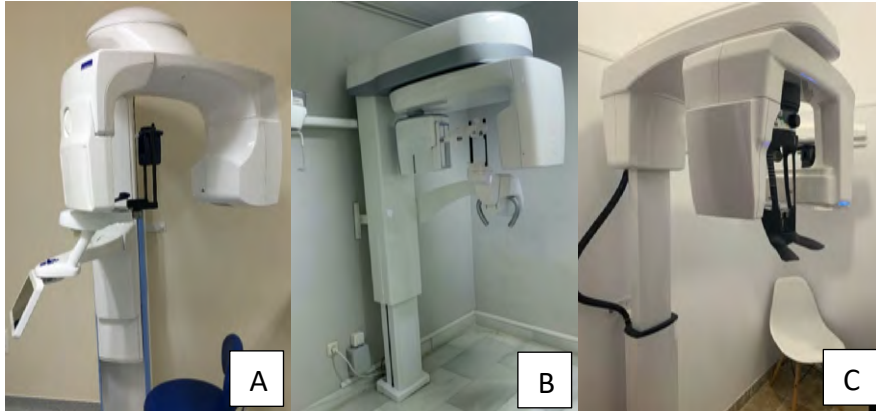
A: CBCT Planmeca ProMax 3D Max<sup>®</sup> (Planmeca Inc, Roselle, IL); B: CBCT NewTom. VGi evo<sup>®</sup> (NewTom, Verona, Italy); C: CBCT CS KODAK 9500 3D<sup>®</sup> scanner Carestream (Carestream Health, Inc, Marne-la-Vallée, France).
